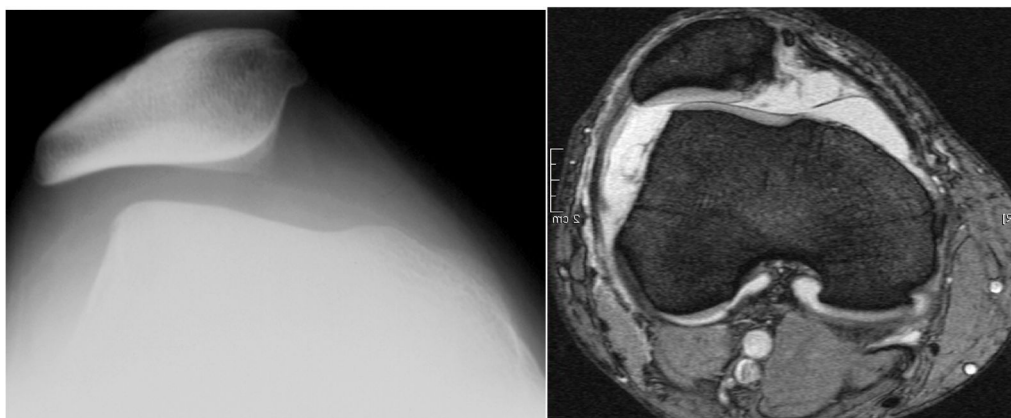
Vergleich Röntgen- und MRT-Diagnostik axial Aus: (132)
